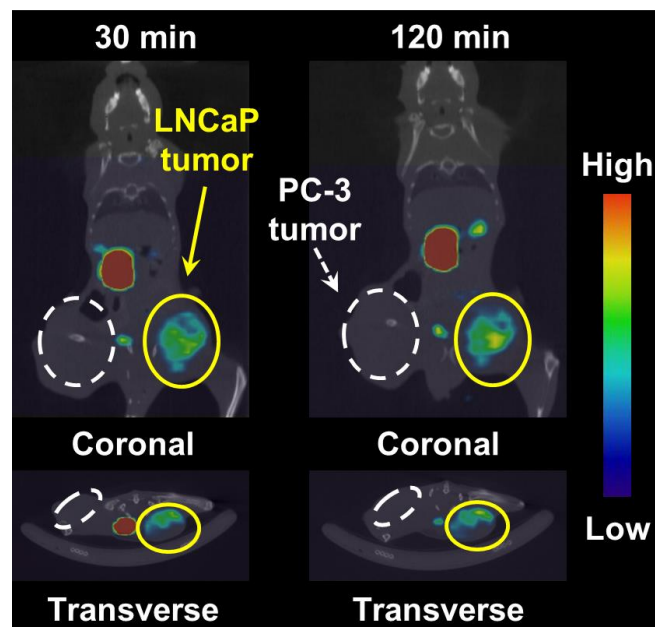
SPECT/CT images of ^{99m}Tc -TSCE. Coronal (upper) and transverse (lower) SPECT/CT images of ^{99m}Tc -TSCE distribution were obtained at 30 and 120 min after injection.
